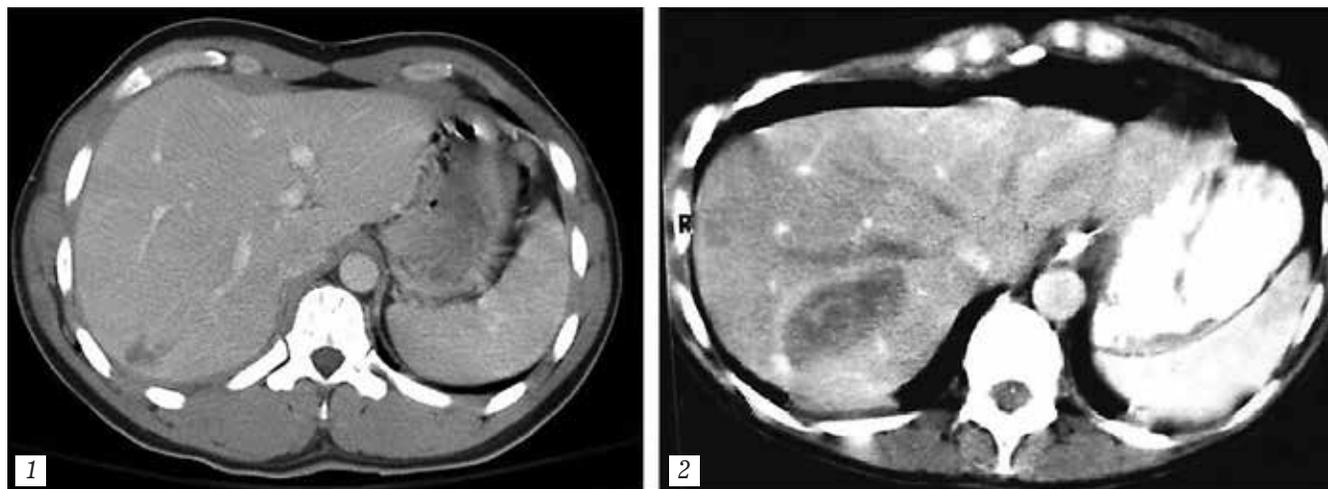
Результаты компьютерной томографии: 1 — ушиб печени; 2 — травма печени, воздух в брюшной полости
